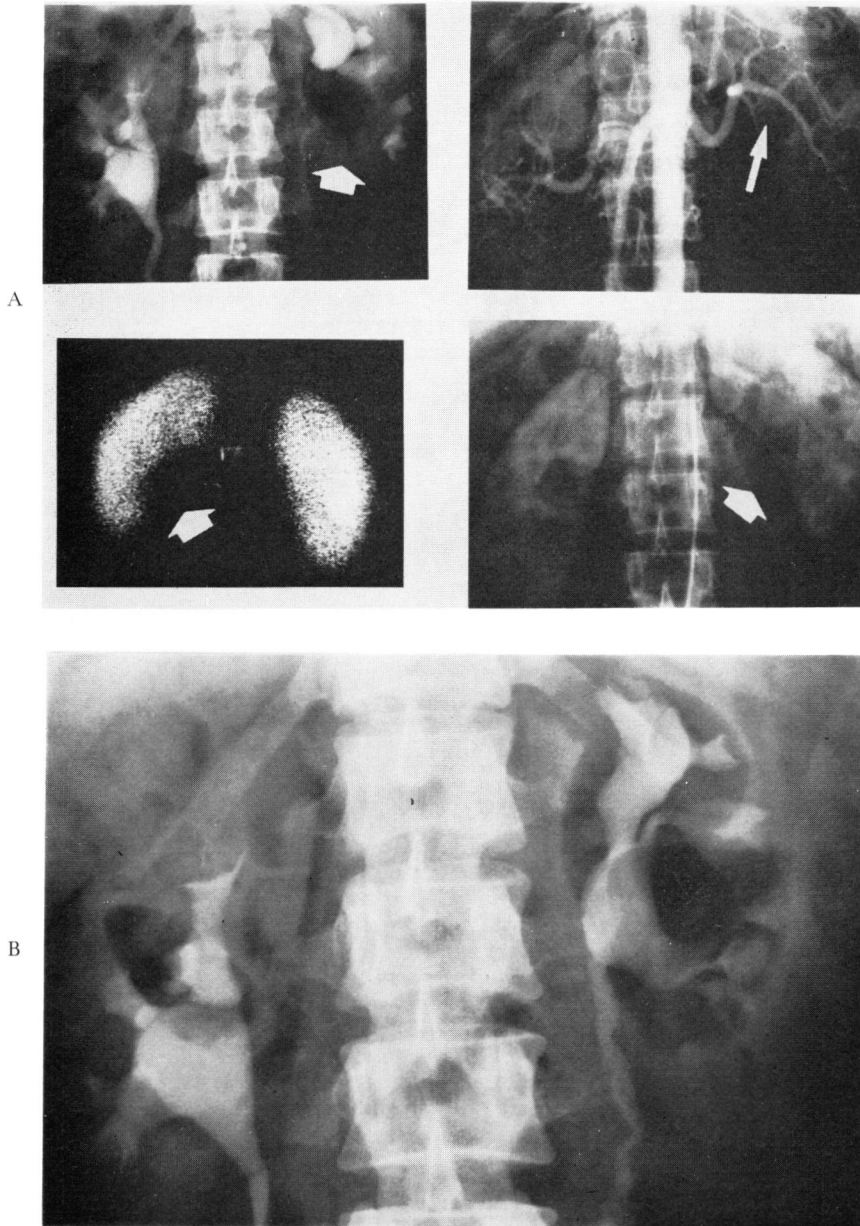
A; IVP, abdominal aortography (arterial phase and venous phase), and renal scintigram in case 2.
